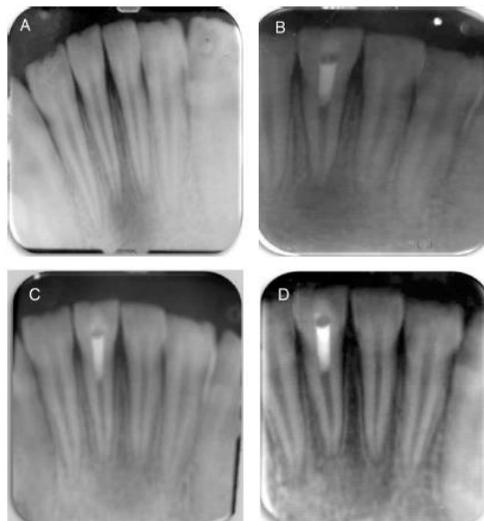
Radiografía inicial (A), radiografía final (B), control a 7 (C) y 12 meses(D) de un OD 31⁽³²⁾
